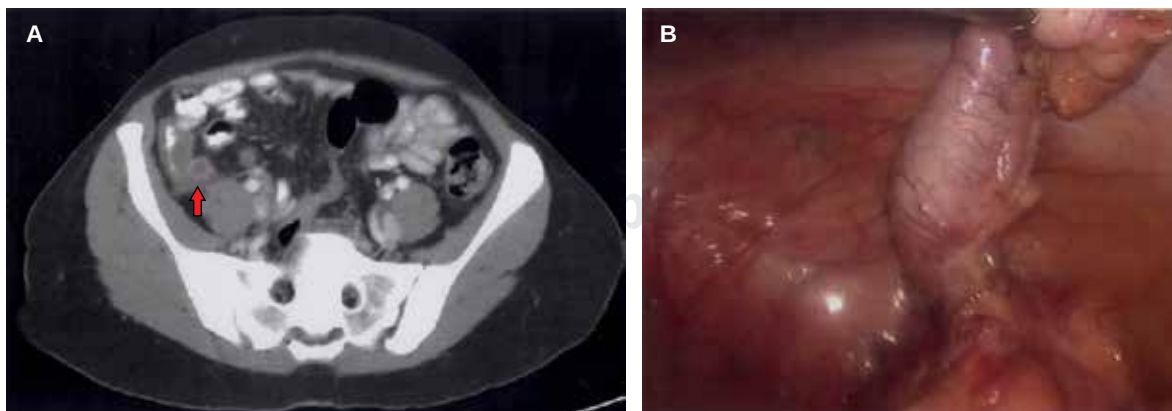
A) Tomografía axial computada de abdomen. La flecha señala el apéndice cecal con base engrosada de 9 mm sin aire en su interior y edema de pared que refuerza con medio de contraste. B) Exposición de apéndice cecal hiperémico posterior a disección de mesoapéndice.
